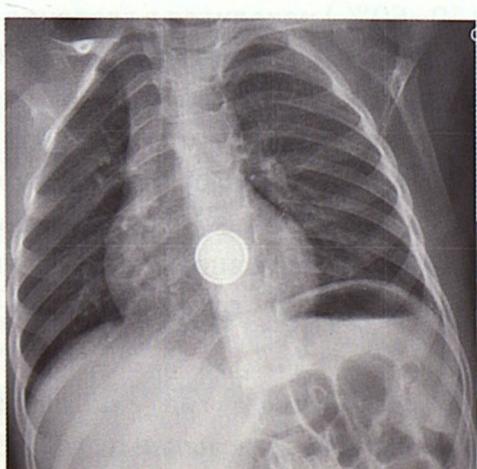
Мальчик, 2-х лет. При поступлении на рентгенограмме в проекции нижней трети пищевода выявлено округлое инородное тело с «двойным контуром». По экстренным показаниям выполнена ФЭГДС, из нижней трети пищевода удалена батарейка
